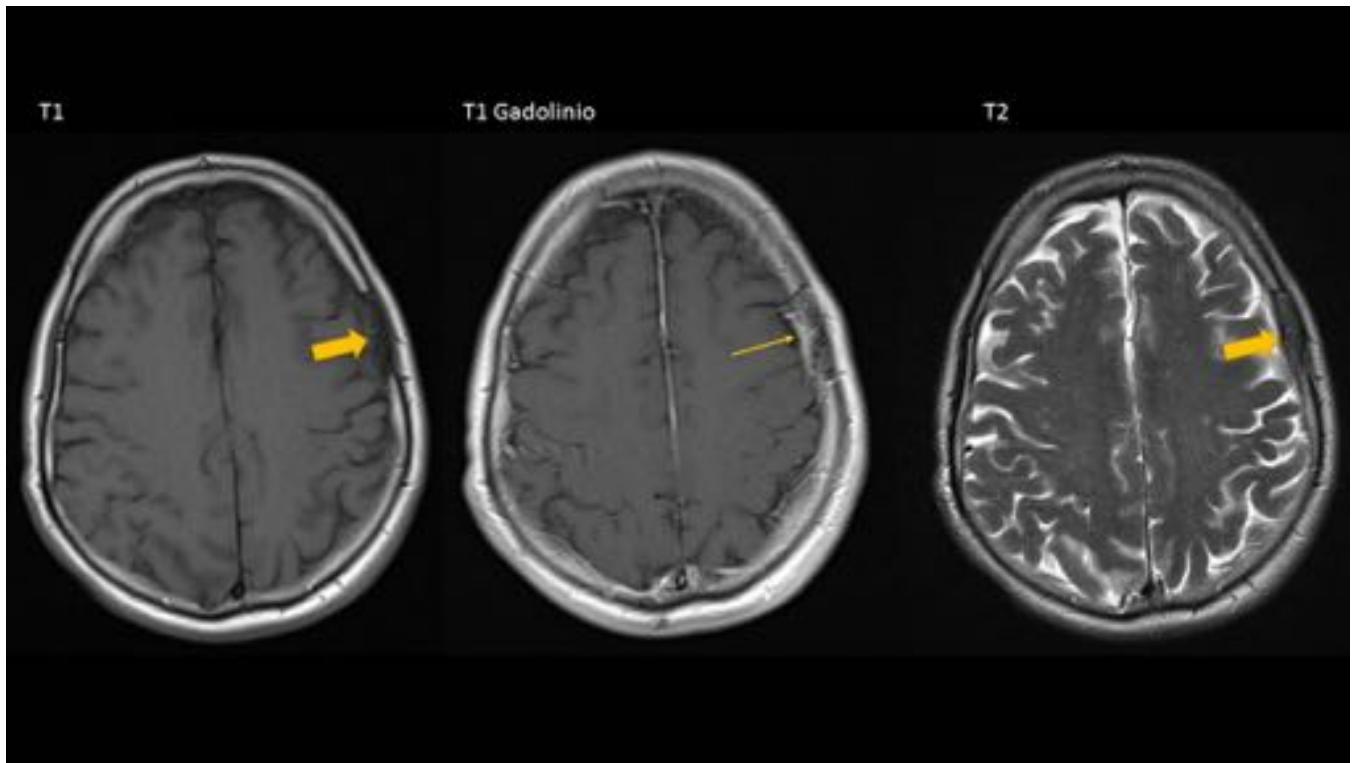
Meningioma intradiploico con extensión dural secundaria. RM del paciente de la figura 8. Lesión ósea levemente expansiva del diploe parietal izquierdo que se muestra marcadamente hipointensa en T1 y T2. En la secuencias post-contraste se objetiva captación meníngea dural de vecindad.
